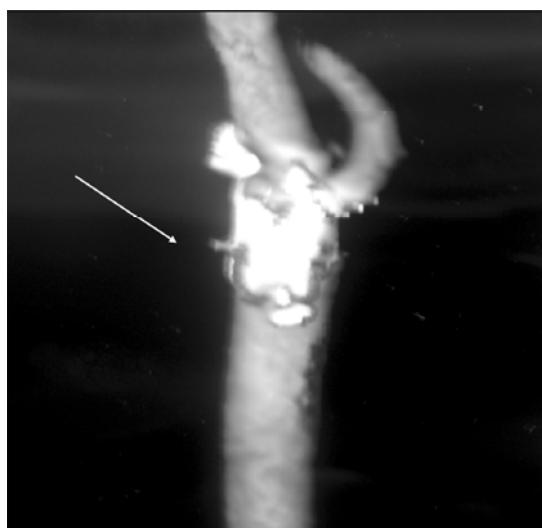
Angiotomografía que muestra la placa ateromatosa en la bifurcación carotídea.
